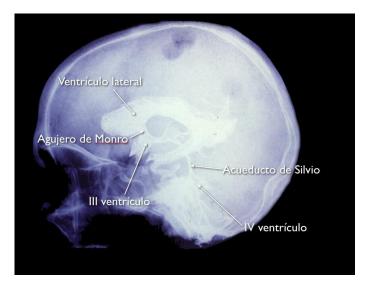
Ventriculografía cerebral consistente en la realización de una radiografía lateral de cráneo tras la inyección de contraste yodado intraventricular permitiendo visualizar la anatomía del sistema ventricular.
